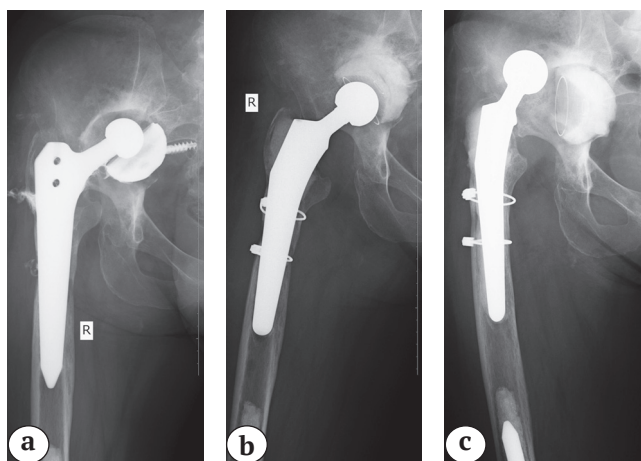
Рентгенограммы правого тазобедренного сустава пациентки перед операцией ревизионного эндопротезирования правого ТБС с установкой ацетабулярных аугментов: инфекция области хирургического вмешательства со свищом (а); установлен спейсер правого ТБС (b); нестабильность спейсера правого ТБС (с)
